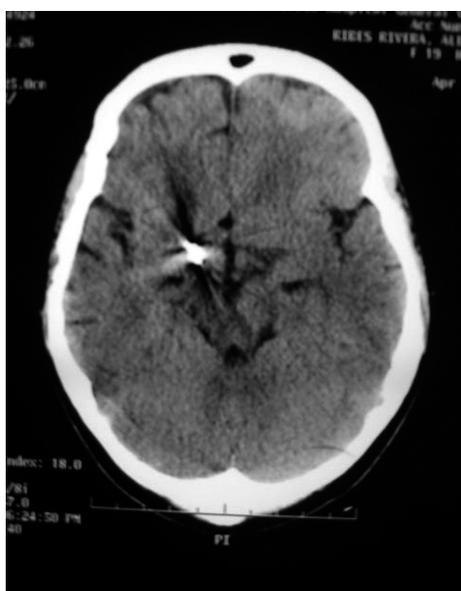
Tomografía computarizada cerebral en donde se aprecia el clip metálico introducido en la operación, así como el área de proencefalia adyacente (abril de 2007).
